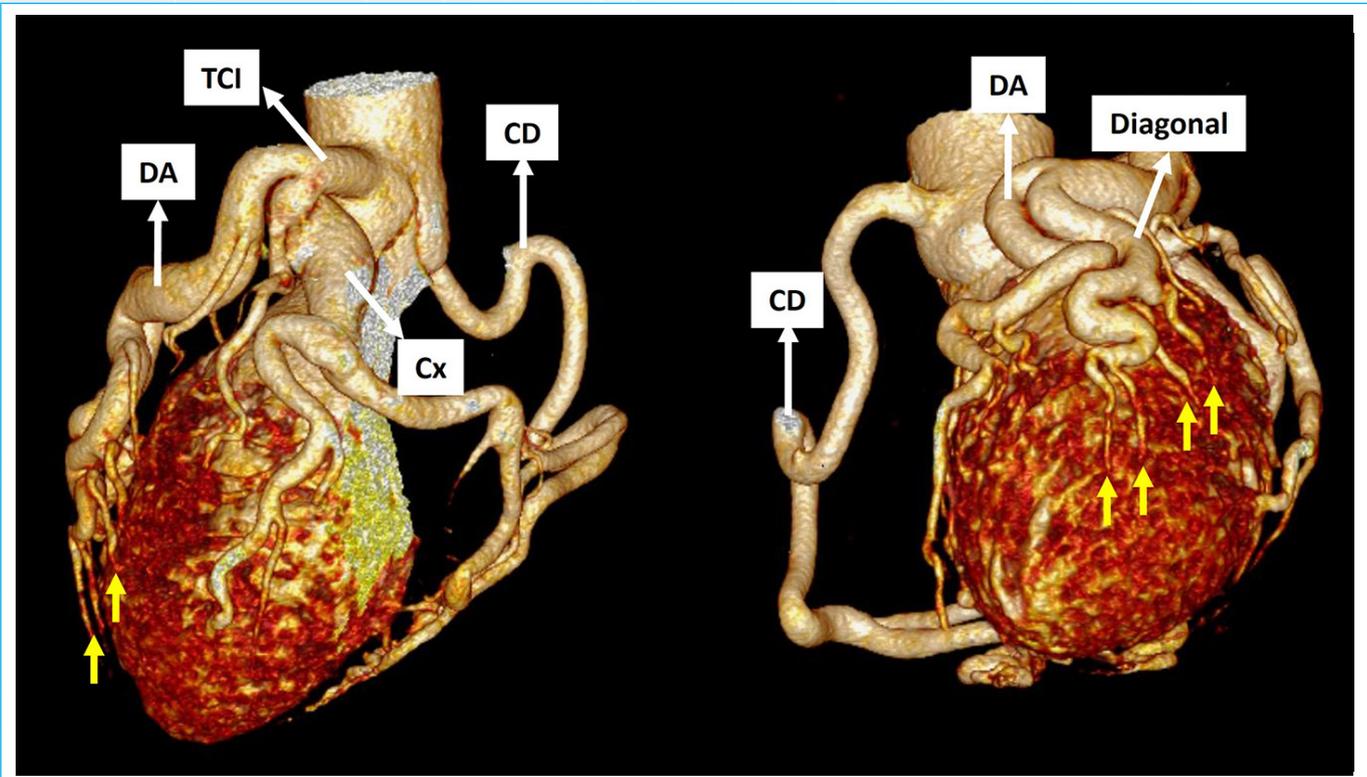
Reconstrucción volumétrica del Cardio TC. Podemos observar el árbol coronario dilatado, con dilatación aneurismática proximal de la arteria circunfleja. Las flechas amarillas señalan los trayectos fistulosos que comunican un gran ramo diagonal con la cavidad ventricular izquierda. TCI: tronco de la coronaria izquierda, DA: descendente anterior, CD: coronaria derecha, Cx: circunfleja.
